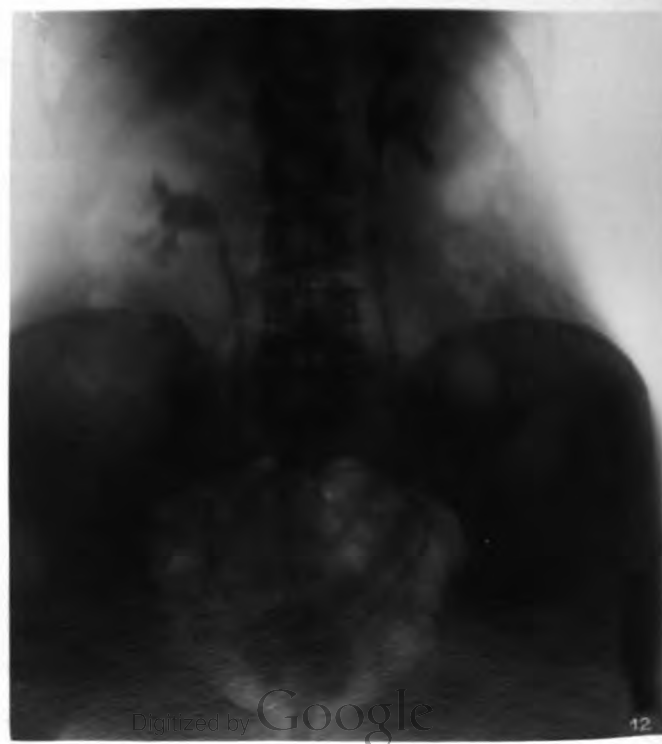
Zwei kleine linksseitige Uretersteine bei einem 40jährigen Manne. Auf der rechten Seite treffen wir normale Verhältnisse. Links sehen wir im Beckenteil des Ureters eine scharf abgesetzte Strecke, die deutlich erweitert ist. Dieser intensive Schatten verdeckt völlig zwei kleine fleckenförmige Schatten, die auf der ersten Röntgenaufnahme, bei der kleine Kollargolfüllung gemacht war, zu sehen waren. Die Aufnahme mit Kollargol, wie sie in Fig. 8 gegeben ist, brachte den Beweis, dass die kleinen Schatten im Becken Uretersteine sind und nicht etwa sogenannte Beckenflecke oder dgl. In der Aufnahme sehen wir ferner noch, dass auf der linken Seite das zweiseitige Nierenbecken mit seinen Kelchen deutlich weiter ist wie rechts. (Sekundäre Veränderung.)
